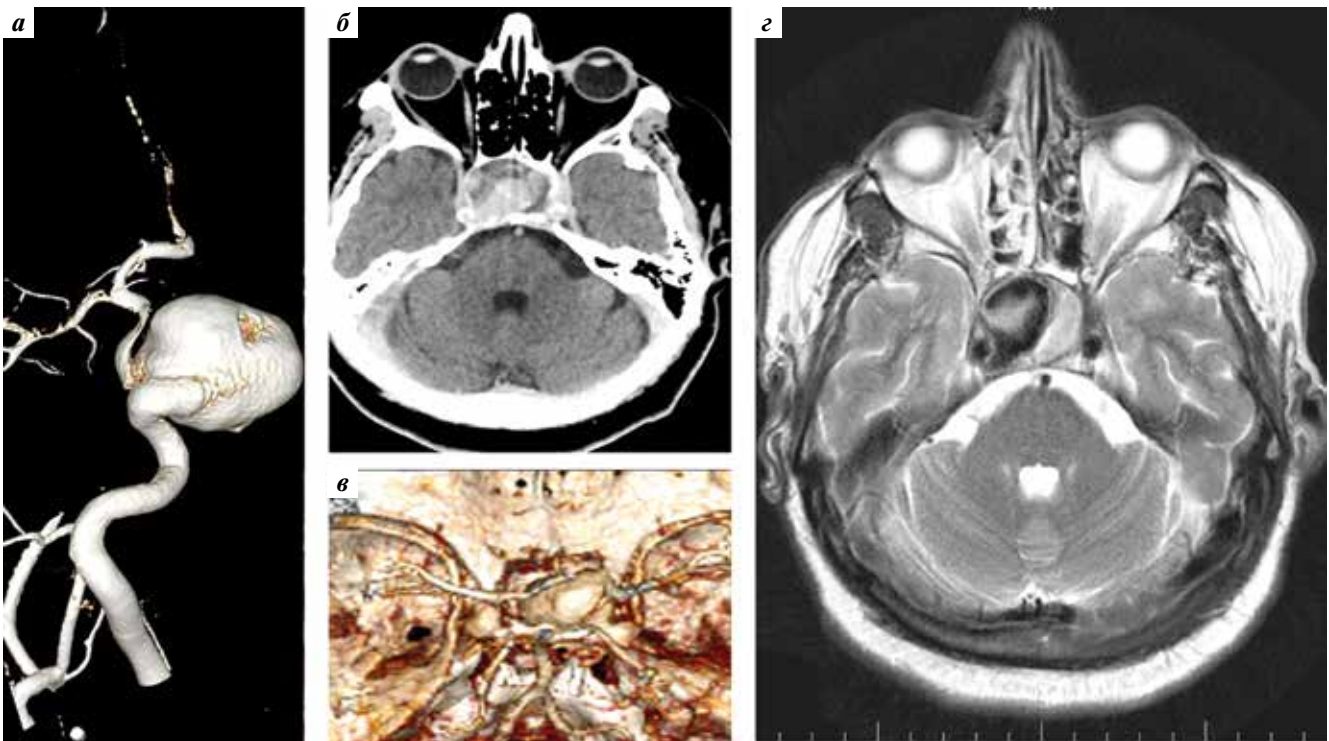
Гигантская частично тромбированная аневризма кавернозного сегмента правой внутренней сонной артерии, выявленная у пациента М.: а — 3D-ангиограммы правой внутренней сонной артерии; б, в — спиральные компьютерные томографические ангиограммы; г — магнитно-резонансная томограмма в режиме T2 в аксиальной проекции
